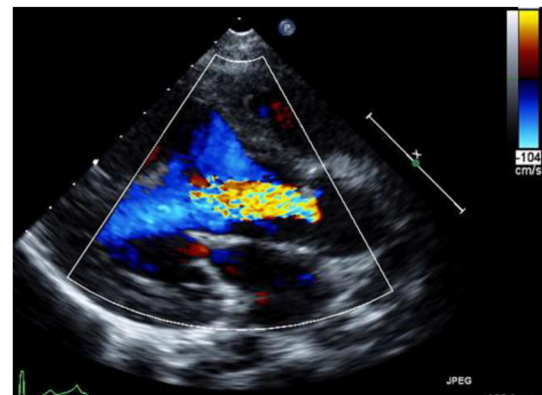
Echocardiography showed severe aortic regurgitation
